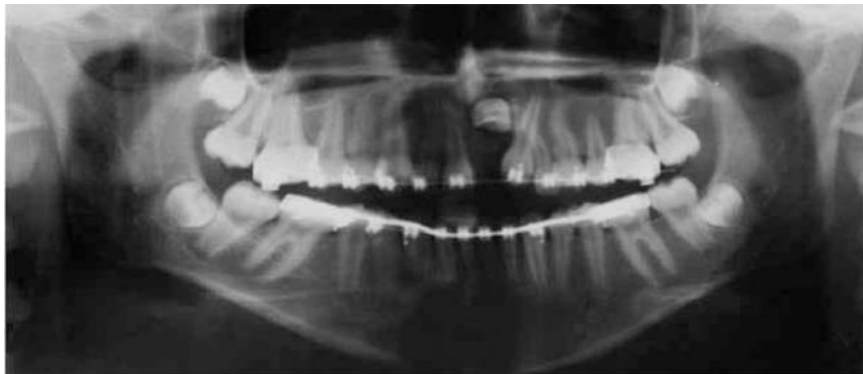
Figura N ° 9: Radiografía panorámica que muestra la impactación de la pieza 21 y la transposición incompleta de las piezas 22 y 23.
